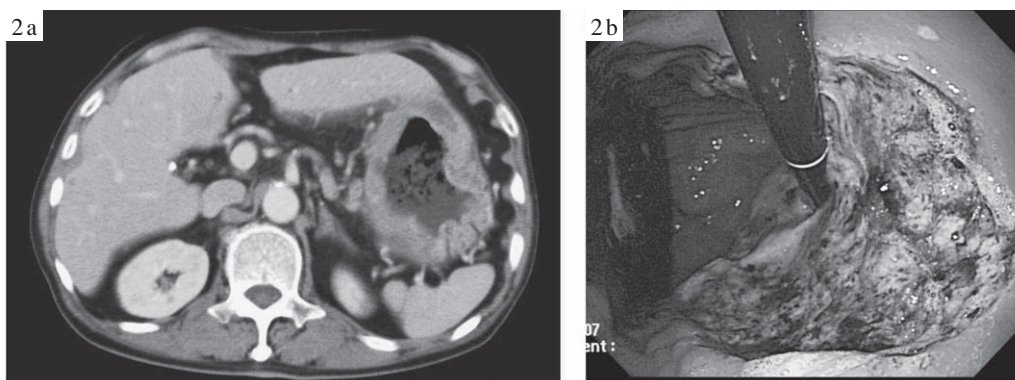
(2a) The abdominal CT demonstrated lymphadenopathy around the cardiac part of the stomach, and a soft image projecting outside from lesser curvature of the stomach. (2b) Gastroscopy revealed multiple gastric ulcers in the cardiac part and the gastric antrum of the stomach.
